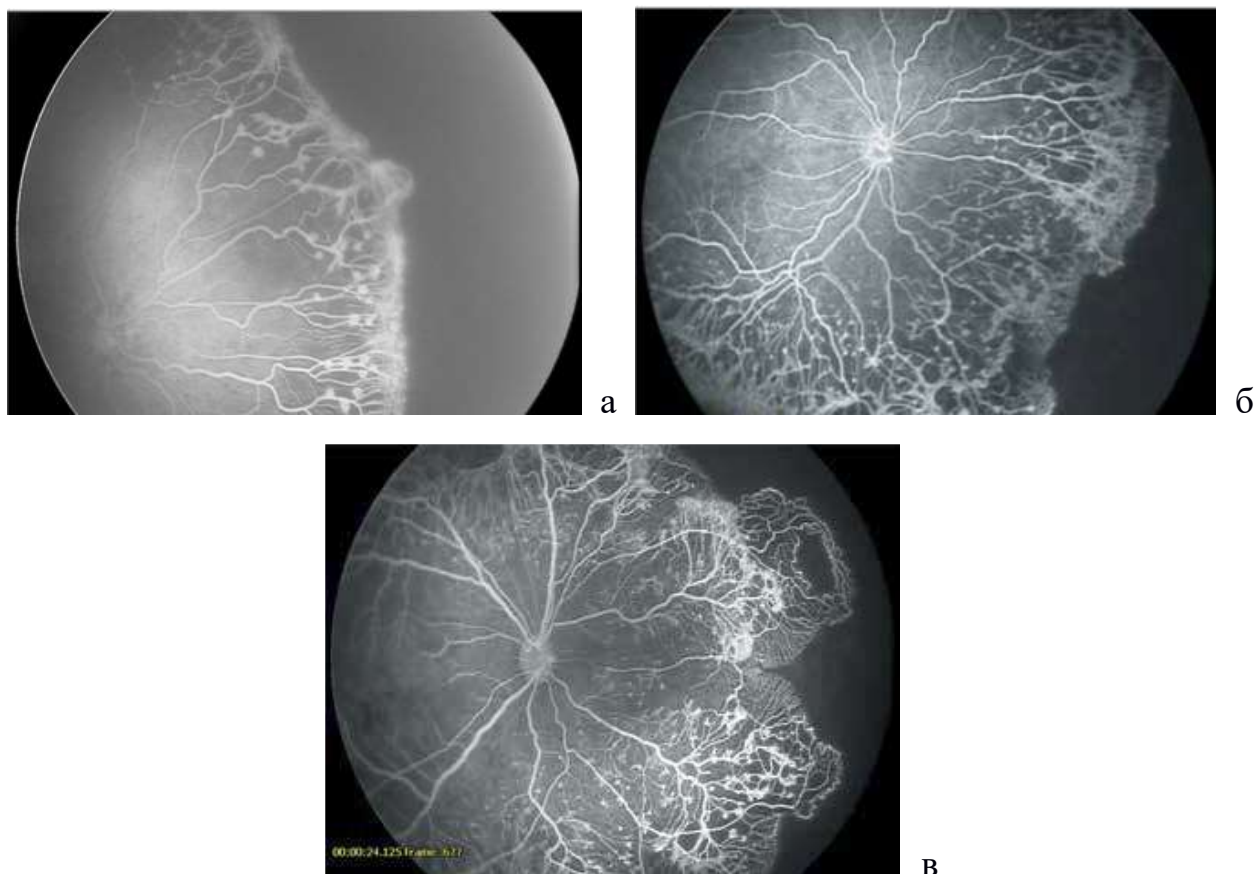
ФАГ. Ретинальная неперфузия в васкуляризированной сетчатке
